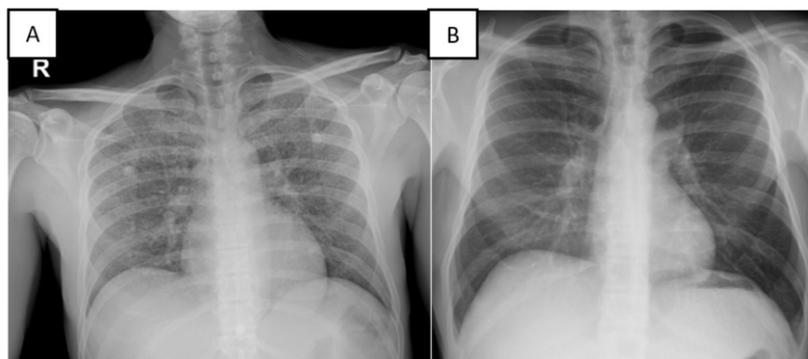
Radiografía de tórax: (A) Imagen de ingreso con presencia de patrón micronodular bilateral difuso. (B) Imagen control luego de tres meses de tratamiento con evidencia de mejoría de las lesiones iniciales
